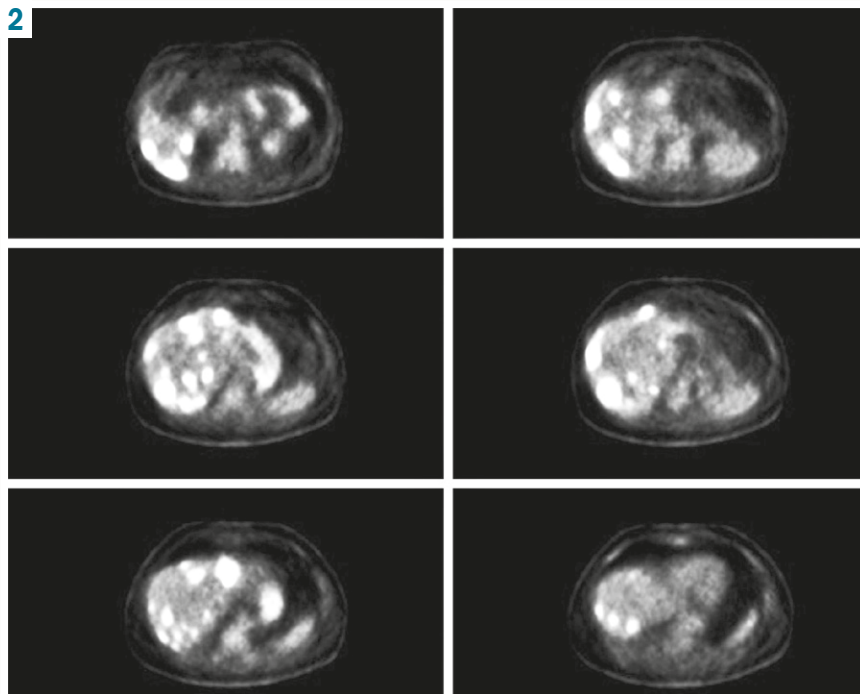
ПЕТ-КТ від 24.02.2022 року.
